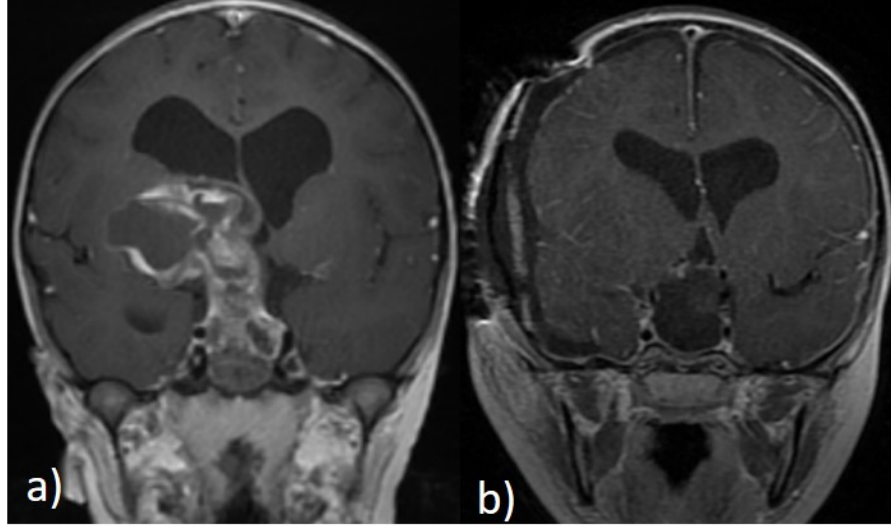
Hipofiz adenomu: (A) T1 ağırlıklı kontrastlı koronal manyetik rezonans görüntüsü (MRG) B) Aynı hastanın T1 ağırlıklı kontrastlı sagittal MRG görüntüsü (fotoğraflar kliniğimizin hasta serisinden alınmıştır)
